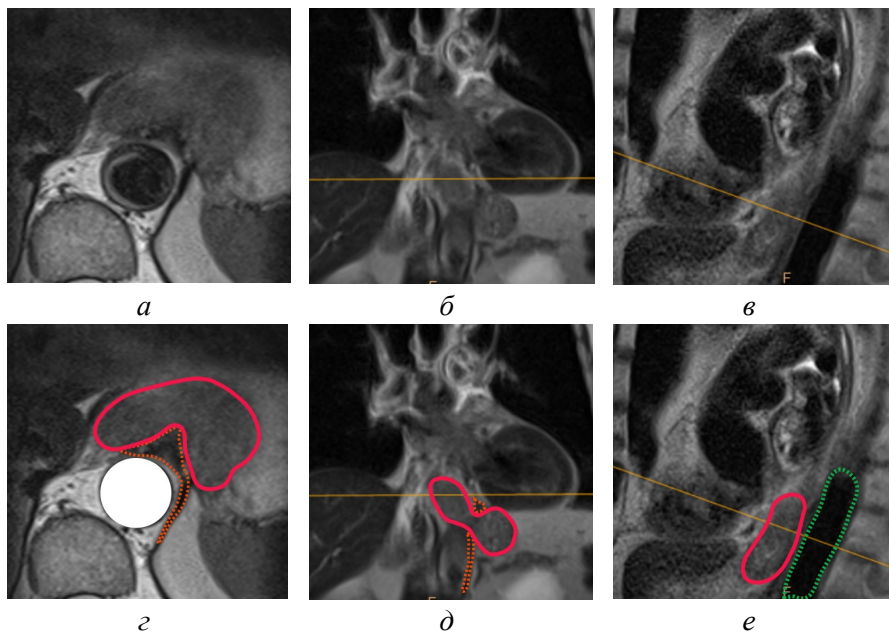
МРТ. Т2-ВИ. Граница между левой ножкой диафрагмы (оранжевая линия) и опухолью (красная линия) нечеткая. Эта нечеткость может быть обусловлена как инвазией опухолью, так и нечеткостью от неправильно выставленного угла среза. В корональной плоскости срез проходит косоаксиально, а не перпендикулярно оси пищевода. Аорта (зеленая линия): а – аксиальная плоскость; б – корональная плоскость; в – сагиттальная плоскость; г – аксиальная плоскость, аннотированное изображение; д – корональная плоскость, аннотированное изображение; е – сагиттальная плоскость, аннотированное изображение [оригинальный рисунок].
